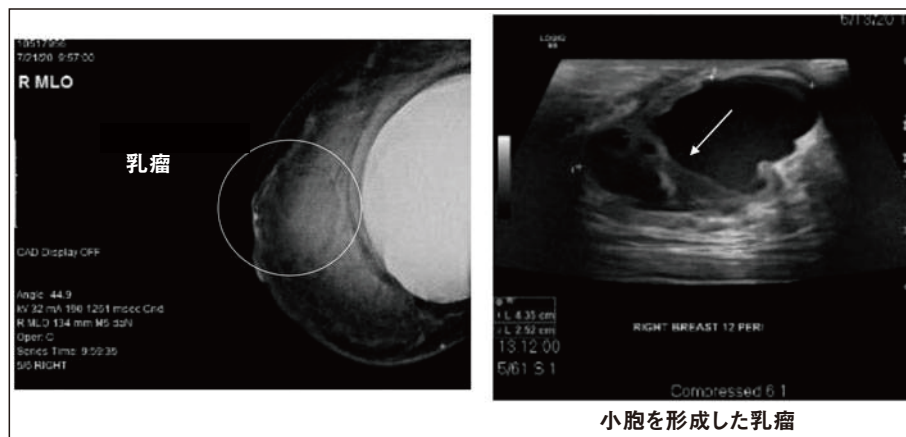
乳輪・乳頭複合体に隣接した乳瘤のマンモグラフィ像。超音波像では乳瘤内に隔壁形成が見られる
